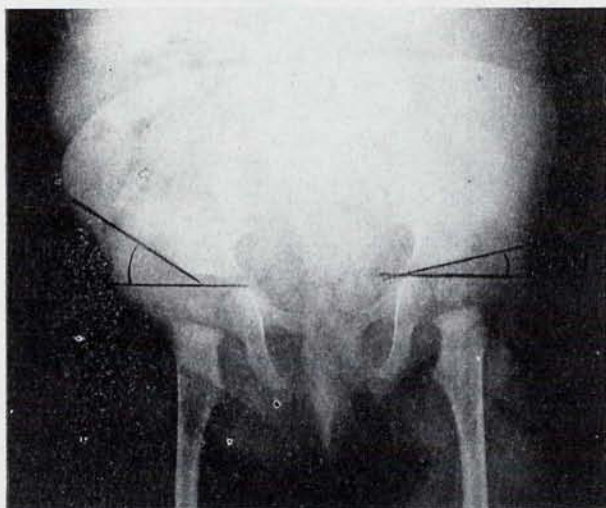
Trisomía G. Radiografía de caderas, mostrando el trazado de los ángulos ilíaco y acetabular.
